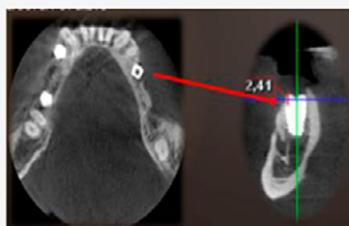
Cortes de CBCT de paciente con parestesia del nervio mentoniano.
